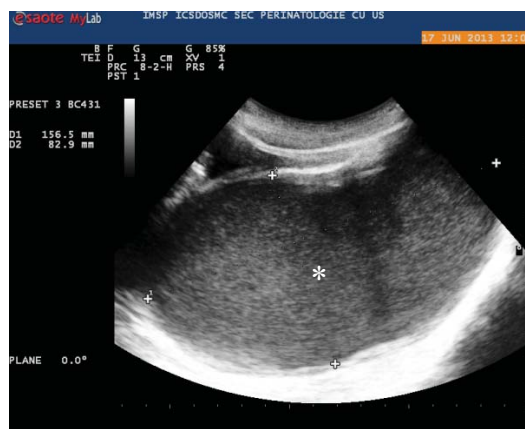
Ultrasonografia: formațiune lichidiană (*) a bazinului mic 156x82.9 mm
